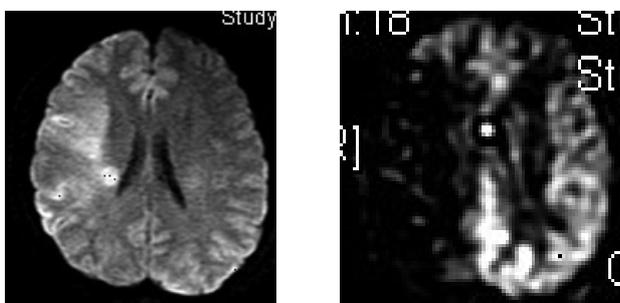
発症3時間後の頭部MRI。左：拡散強調画像。右放線冠，大脳皮質の一部に新鮮梗塞巣(高信号領域)を認める。右：灌流画像。右中大脳動脈支配領域に広範な血流低下を認める。
